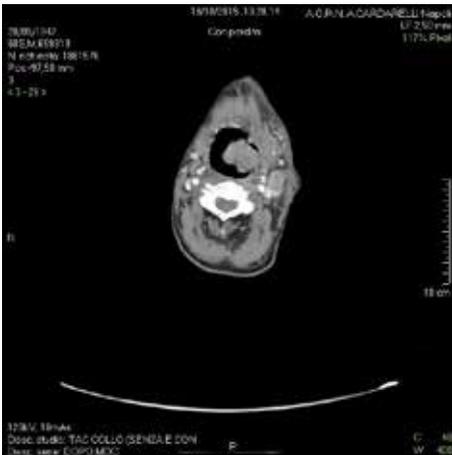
TC Total-body. / Fig.1. CT scan.
